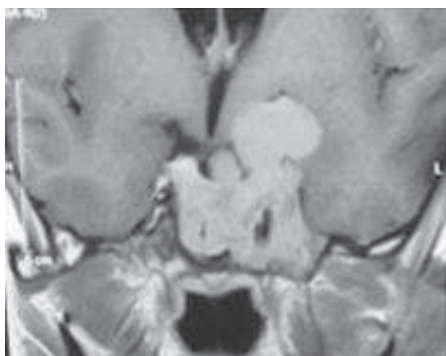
b : IRM en coupe coronale et sagittale : diminution de la taille sous traitement médical
